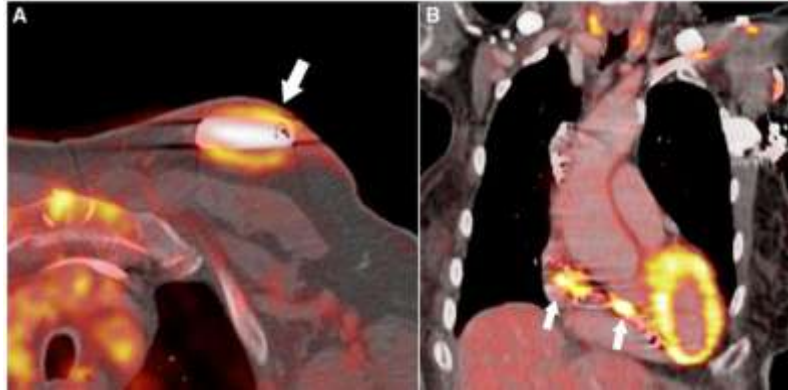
(A) Infection de la poche et du boîtier d'un DAI posé depuis 4 ans ; Le PET scanner au 18 FDG –CTA a objectivé une hyperfixation marquée autour du boîtier (flèche) .(B) EI d'un pacemaker implanté depuis 20 ans ; hémocultures négatives sur ATB empirique , Le PET Scanner au 18 FDG–CTA a objectivé une fixation autour des sondes et du boîtier (91).
